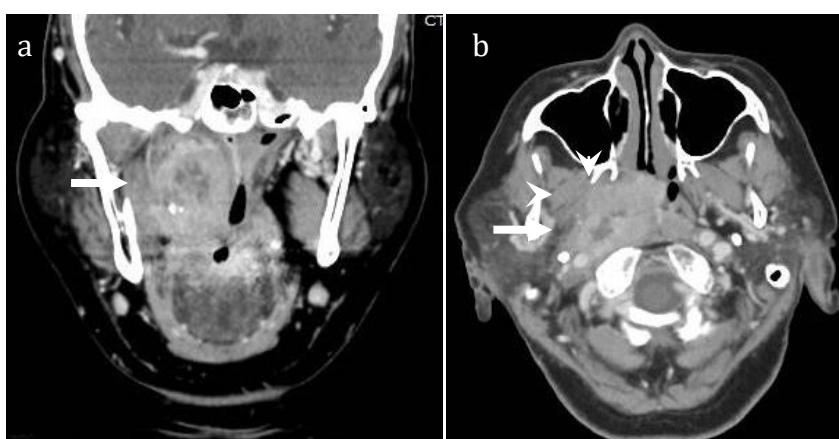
1 Coronal (a) and axial view (b) of contrast-enhanced neck CT scan showed a large right lateral retropharyngeal lymph node with central necrosis (arrow) blended with right nasopharyngeal mass (arrowhead)
